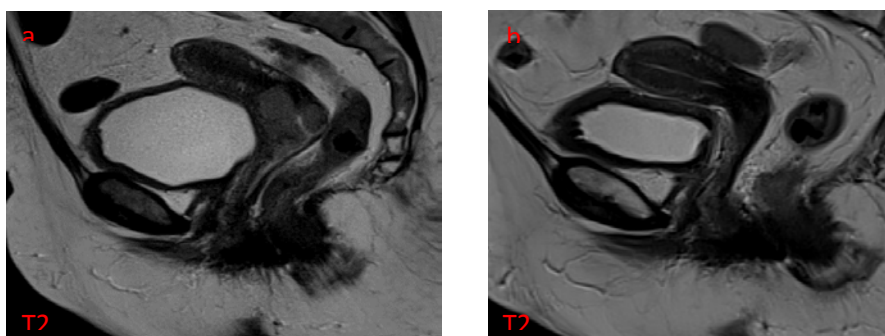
IRM pelvienne en pondération T2, coupe axiale et sagittale : collerette vaginale fine sans signe de récurrence.
